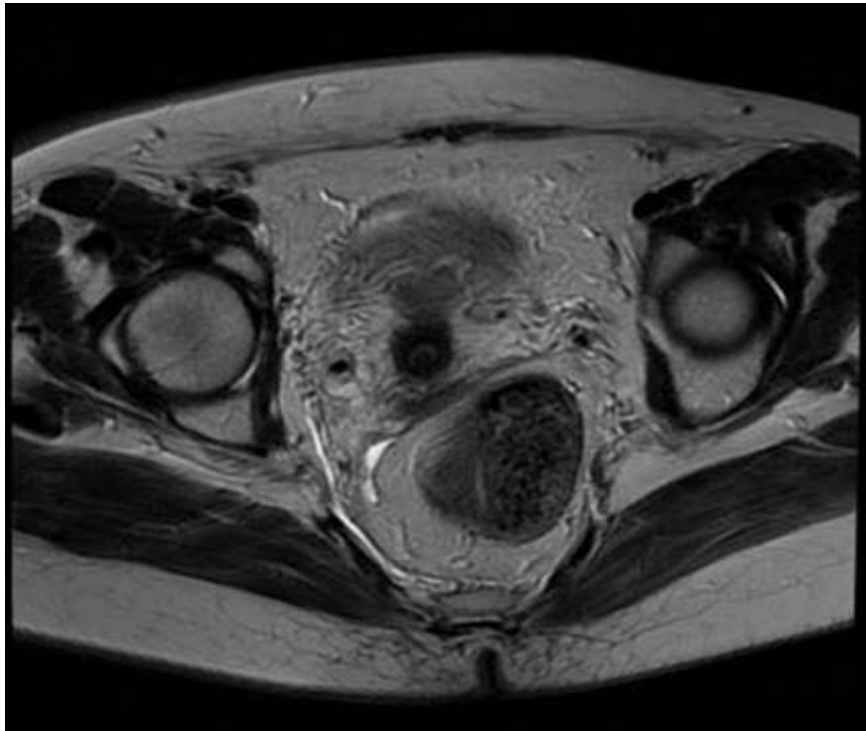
Image IRM EN T1 injectée d'un ADK rectal avant RCC (coupe axiale)
